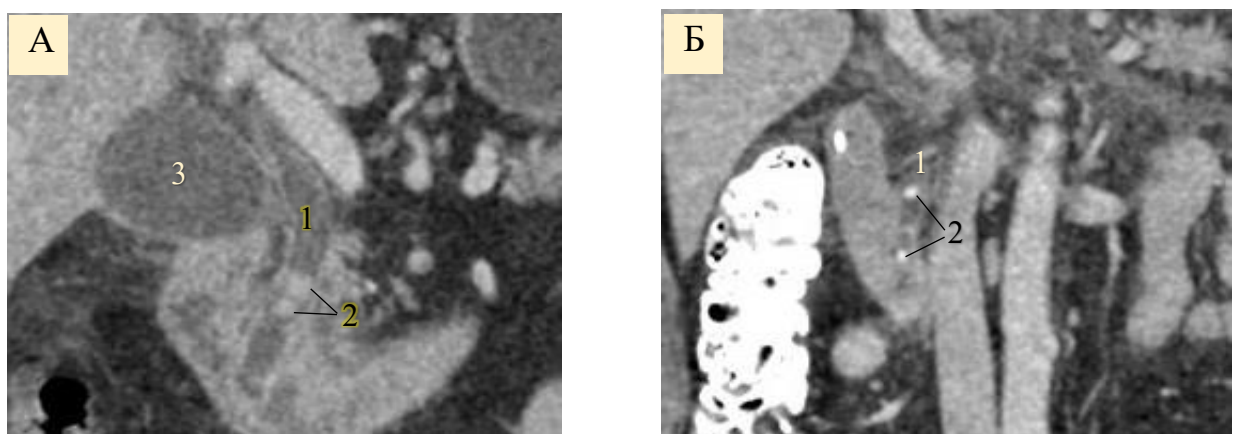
Компьютерные томограммы, MPR, коронарная плоскость, артериальная фаза контрастирования.
